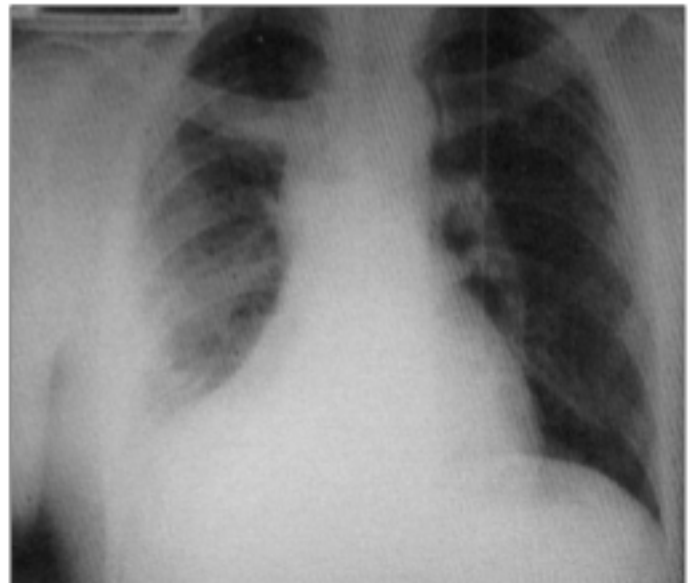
Olgunun preoperatif PA Akciğer grafisi.
